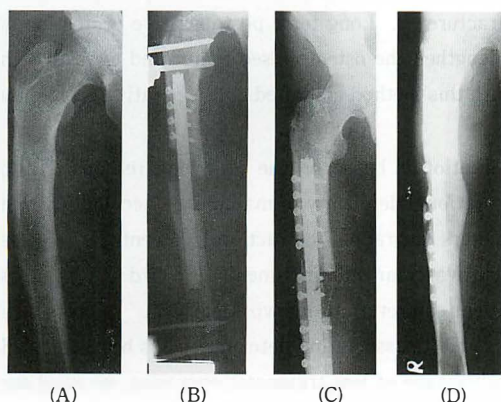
A 26 year old male patient with malunited right shaft. Angulation and 5.5 cm leg length discrepancy was noted. (A) Preoperative roentgenogram. (B) During distraction. (C) After operative, 5.5 cm was gained. (D) Solid union 1 year later.
